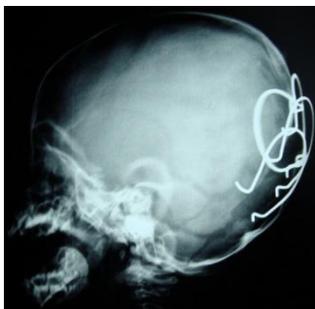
A. Radiografía lateral a los 7 días de postoperatorio de paciente femenino de 1 año de edad con remodelación occipital con alambres metálicos en número de 4.
